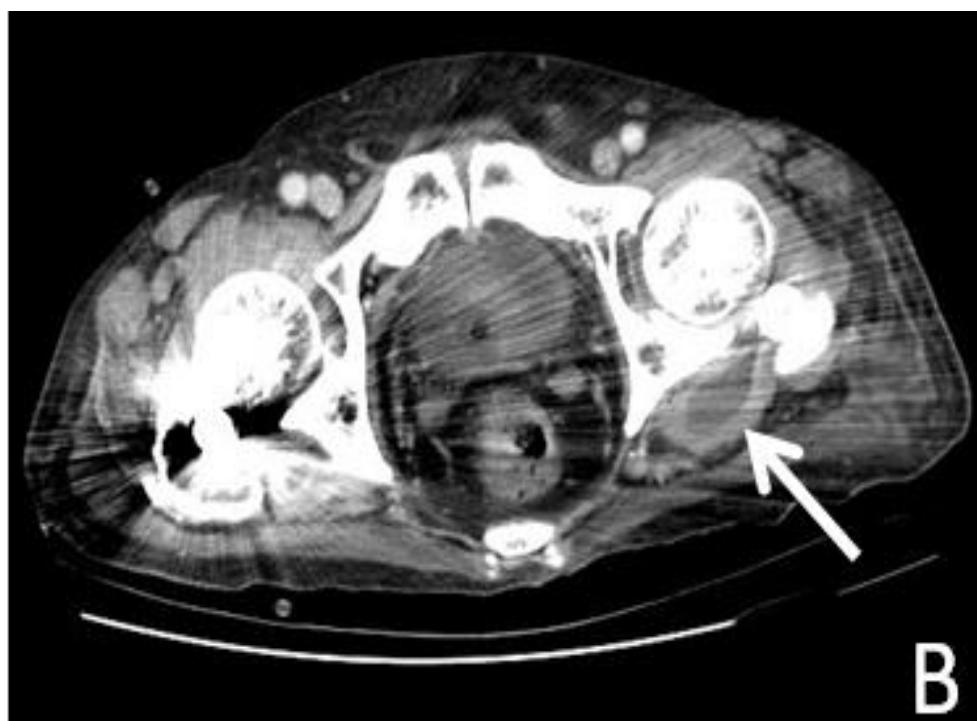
Abdominal CT revealed left suprtrochanteric abscess (arrow)
